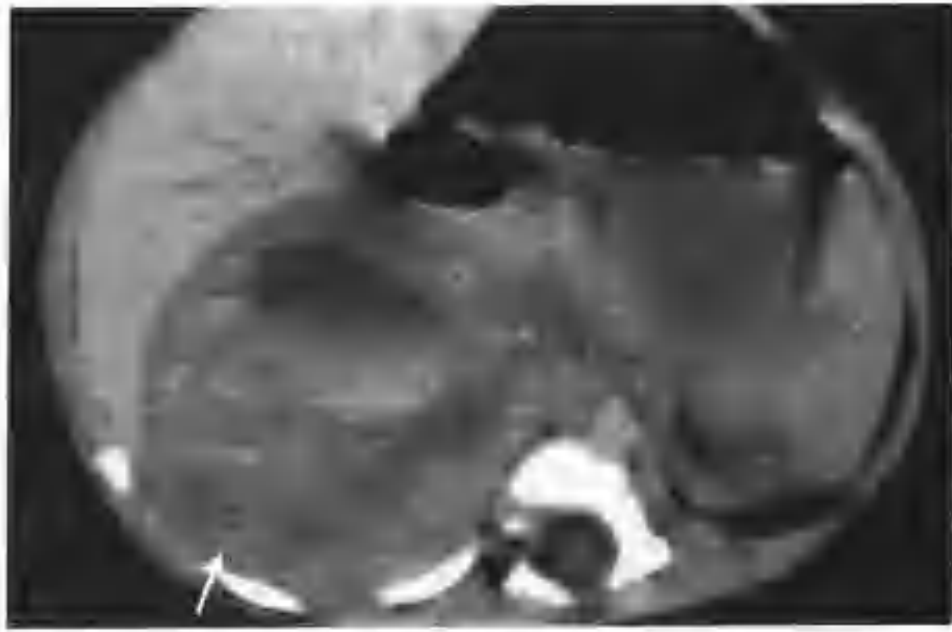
右肾上腺神经母细胞瘤（CT平扫见右肾上极有一个 $5.5\text{cm} \times 6.0\text{cm}$ 的肿物，密度不均，其内见数个大小不等的类圆形低密度囊变区，囊内可见高密度出血灶并形成液-液平面（箭头））
